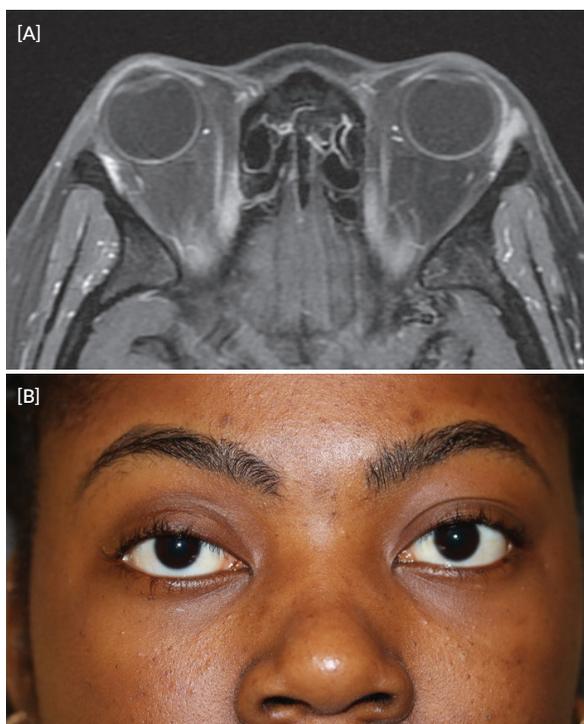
Follow-up* aos 8 meses após cirurgia. (A) A RM T1 axial evidencia discreto reforço de sinal no contorno externo da loca cirúrgica. (B) Resultado pós-operatório final com discreta ptose da pálpebra superior direita.
